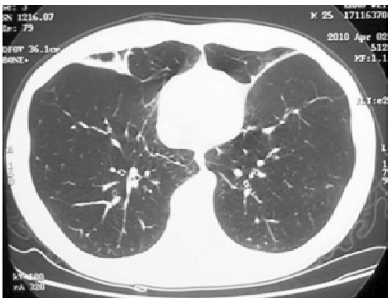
胸部高分辨 CT 示双侧全小叶型肺气肿，右中叶及左叶间裂可见斑片条索影
